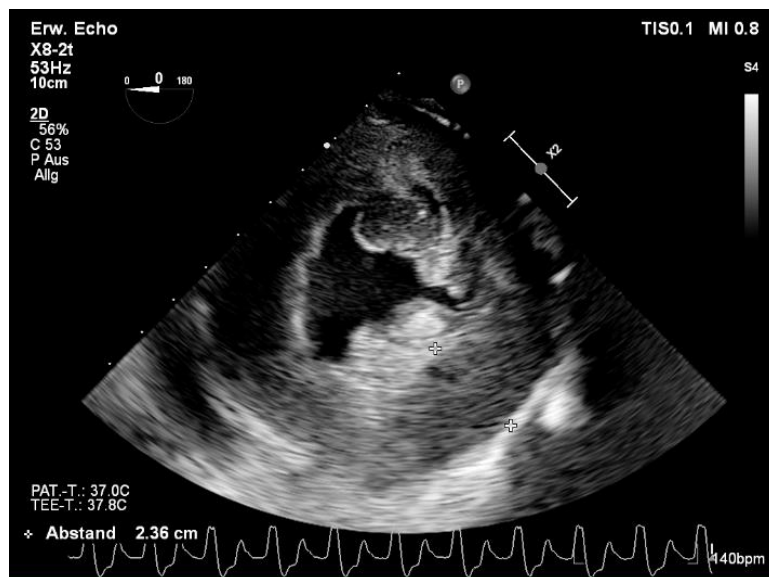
Das echokardiographische Bild eines *stone heart* in der transgastrischen kurzen Achse auf Höhe der Papillarmuskeln mit massiv verdicktem linksventrikulärem Myokard.
